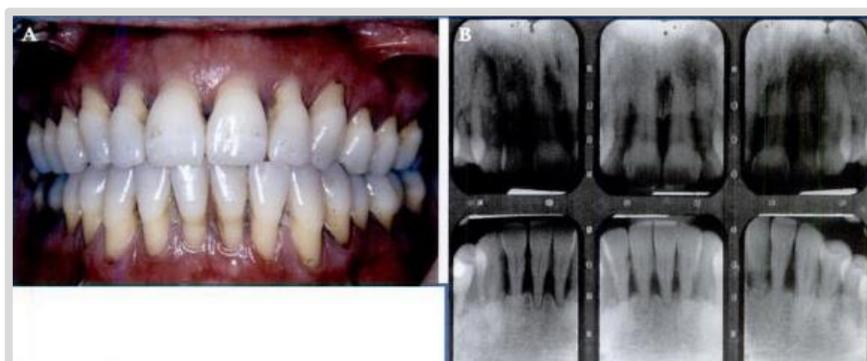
A: fotografía clínica de una PAG. B: radiografía que muestra la pérdida ósea en una PAG.
